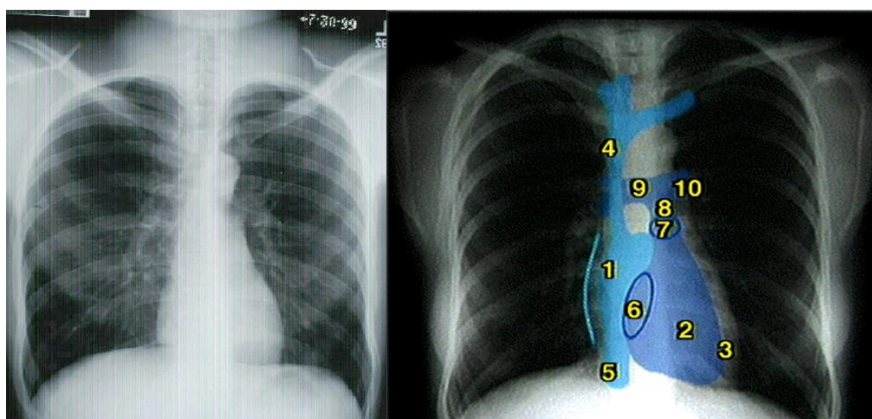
Нормальная рентгеноанатомия сердца:
